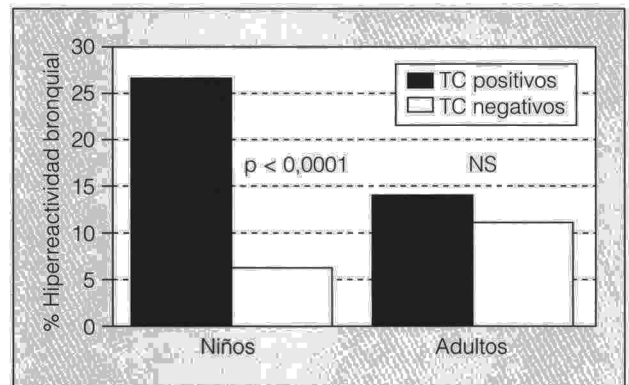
Relación entre tests cutáneos (TC) e hiperreactividad bronquial (HB).
